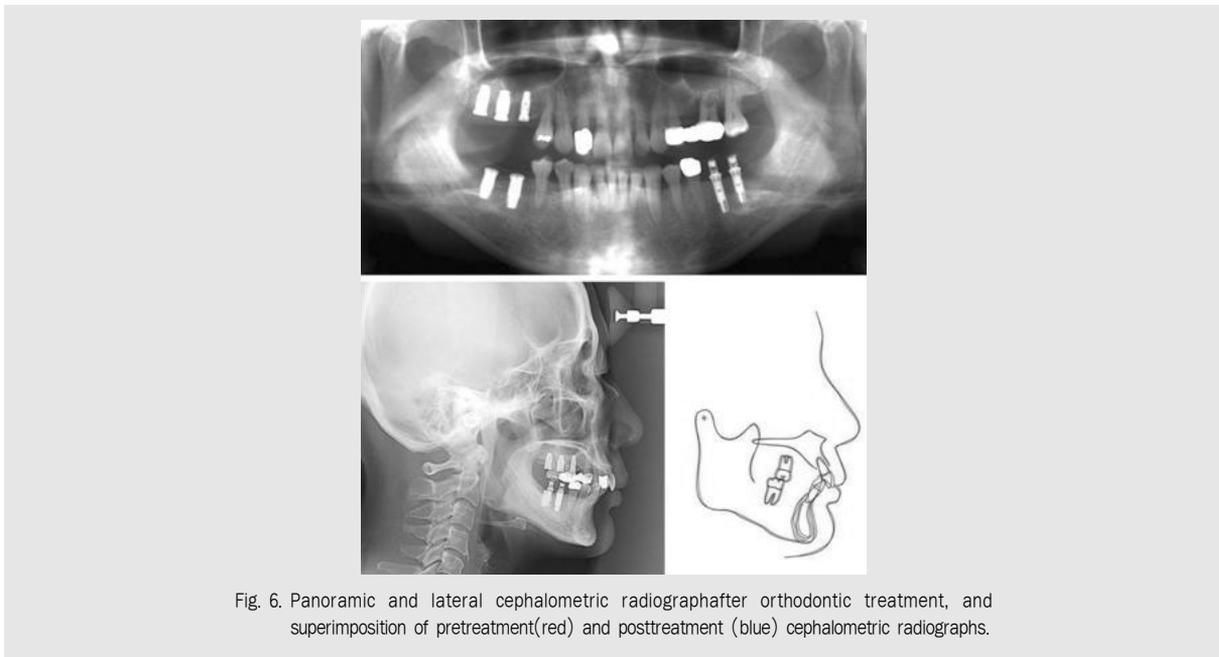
Panoramic and lateral cephalometric radiograph after orthodontic treatment, and superimposition of pretreatment (red) and posttreatment (blue) cephalometric radiographs.
